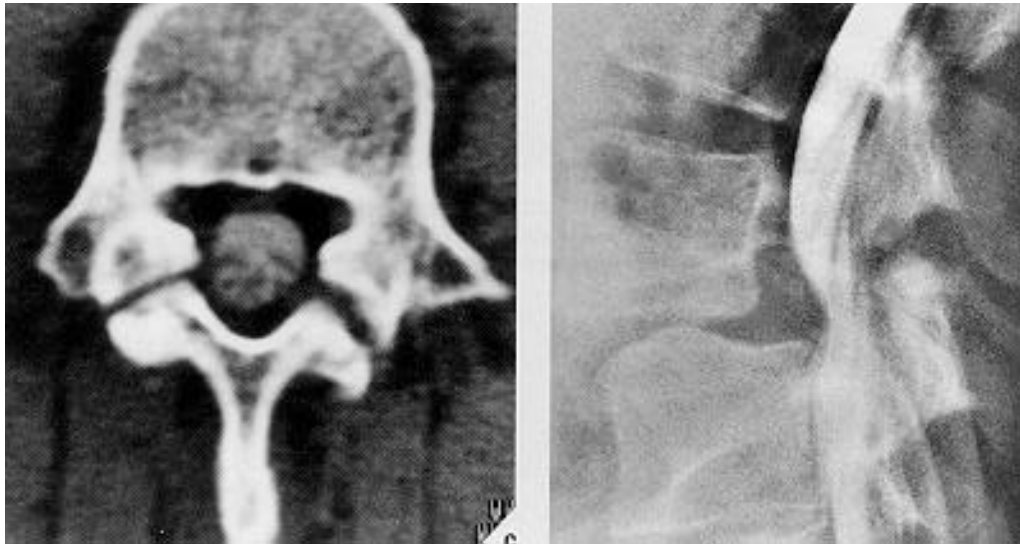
u. b: CT-Schnitt durch LWK 4 mit deutlicher Unterbrechung der Interartikularportion beiderseits (a) - myelographische Zielaufnahme des selben Wirbels mit extraduraler KM-Aussparung (b) [aus: 65]
